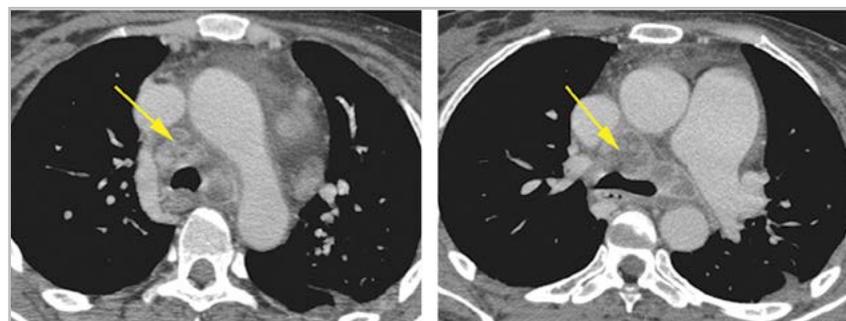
МСК-томограммы органов грудной полости больной К., 35 лет, венозная фаза контрастирования. Множественные абсцессы средостения (стрелки)
